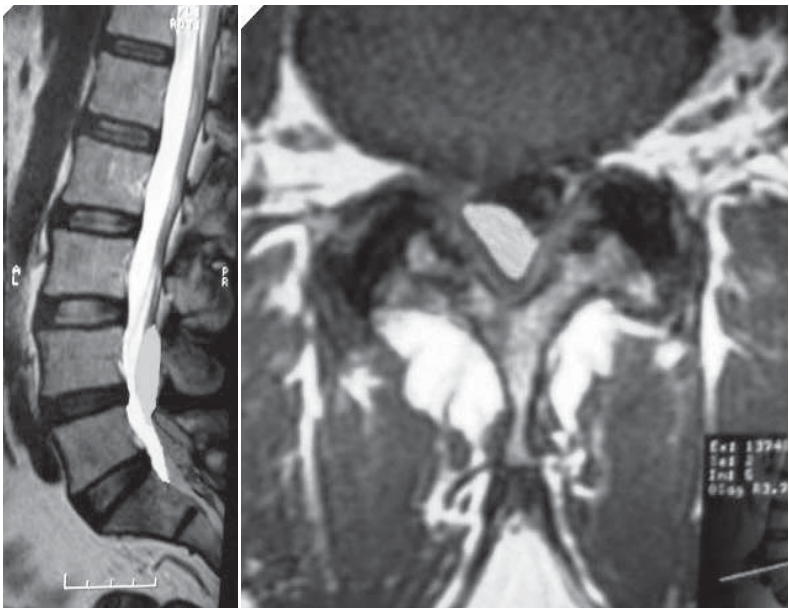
Imágenes de la RMN de columna preoperatoria (noviembre 2008) que muestran la lesión con características radiológicas típicas de un lipoma.
